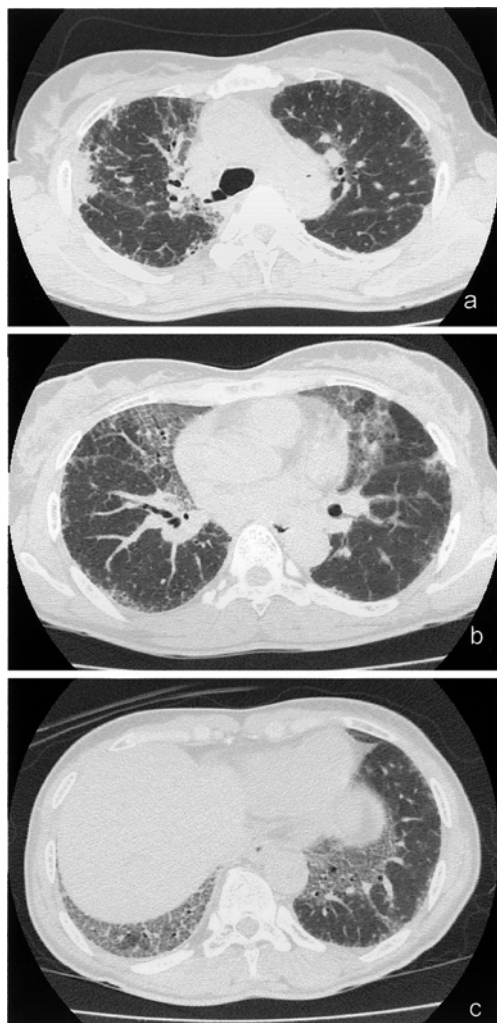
Chest CT on admission in June 2006. a) Focal consolidation and patchy, bilateral ground-glass opacities, mainly in the subpleural regions. b) Ground-glass opacities with traction bronchiectasis in the right middle lobe and the left lingula. c) Ground-glass opacities, mild reticulation and traction bronchiectasis in bilateral lung bases.
